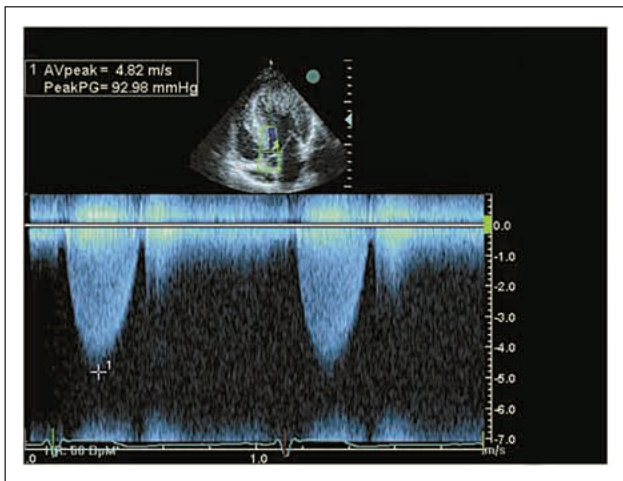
Apikaler Fünfkammerblick, systolisches CW-Dopplersignal über dem linksventrikulären Ausflußtrakt
